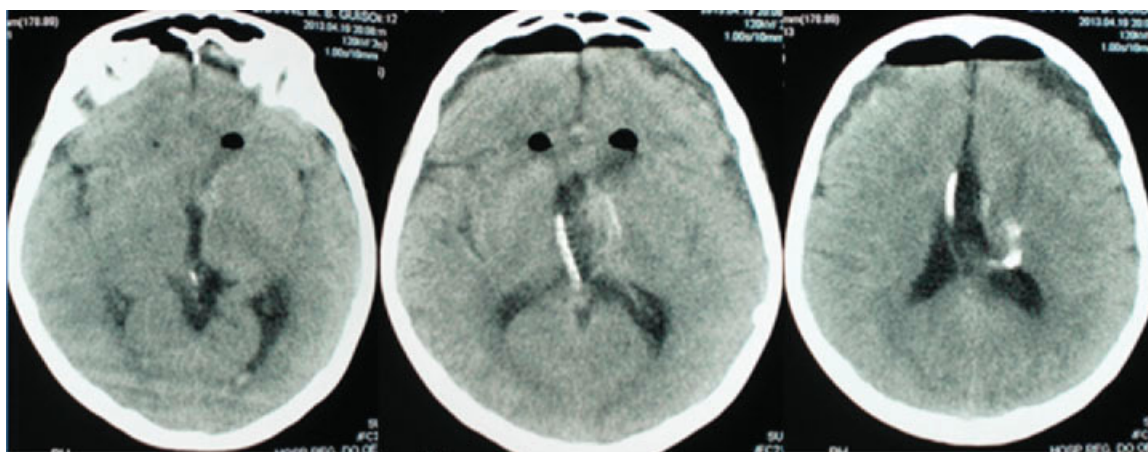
Três cortes axiais, em sequência, de tomografia contrastada com ressecção lesional.
